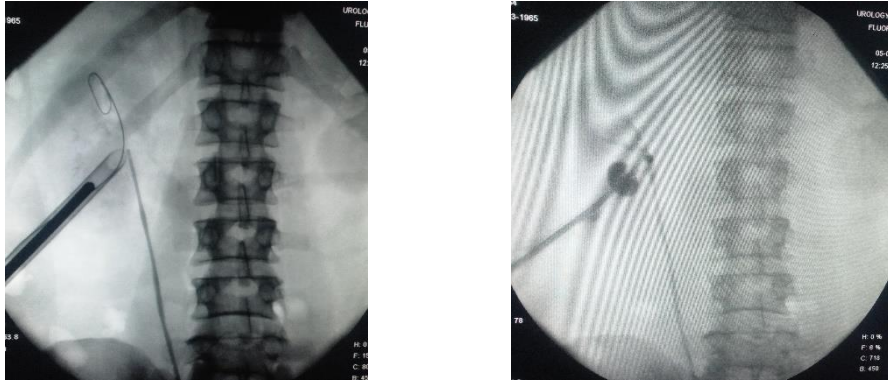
№5, 6 Рентгеноскопические этапы ЧНЛТ (то же наблюдение)
